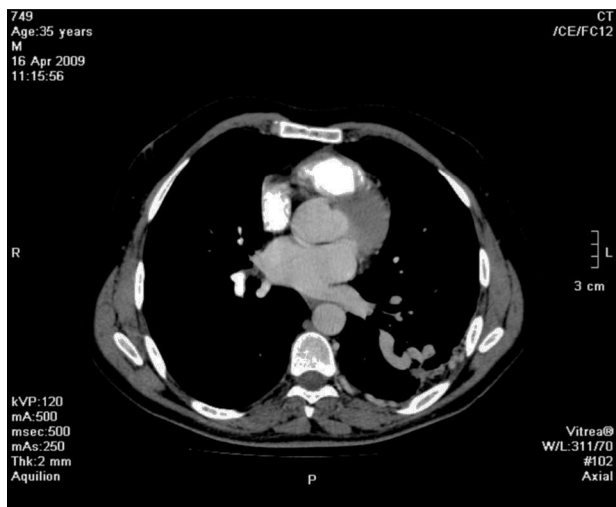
Angio-TC de tórax (pós-injeção endovenosa de contraste) no plano axial demonstra dilatação e tortuosidade das artérias intercostais associado a aumento de calibre do ramo segmentar esquerdo da artéria pulmonar.
